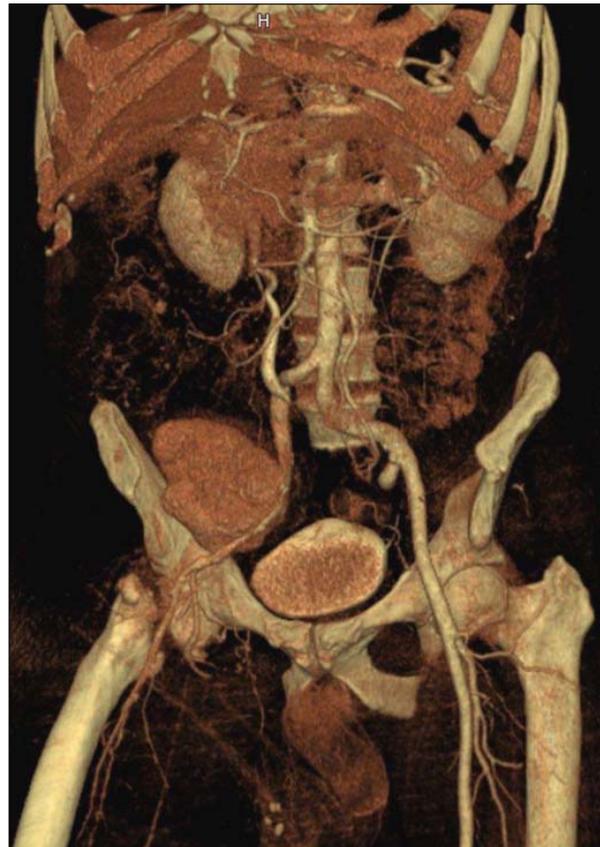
Angio-TC diagnóstica de pseudoaneurisma de 10 cm dependiente de la arteria ilíaca externa.
